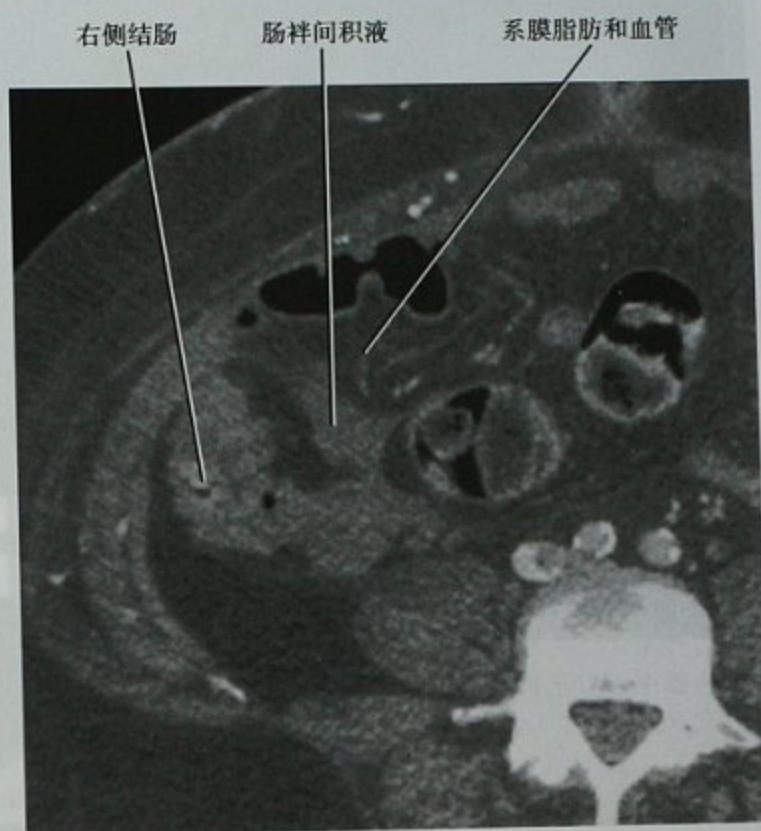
横断位增强 CT 扫描显示肠袢间液体的星状表现
